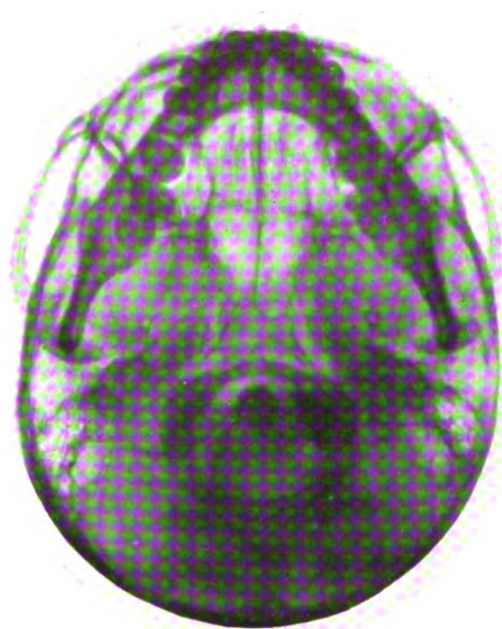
Radiographie de la base du crâne.
